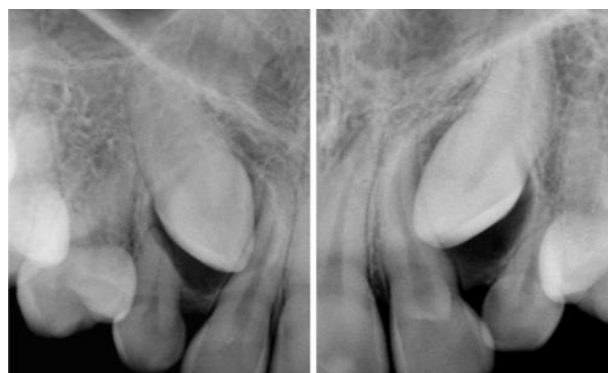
Radiografias periapicais com a técnica de Clarck apresentando os caninos superiores permanentes impactados
